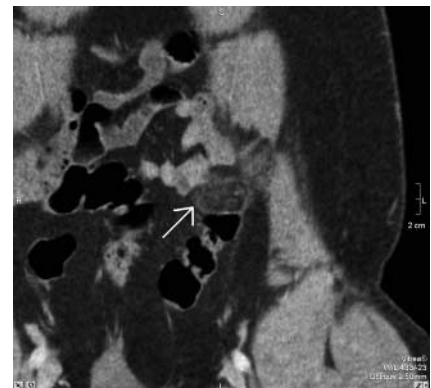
Koronare Rekonstruktion. Imbibiertes Fettgewebe am Colon sigmoideum. Die Klinik und die CT-morphologischen Zeichen sind vereinbar mit einer akuten Appendagitis.
